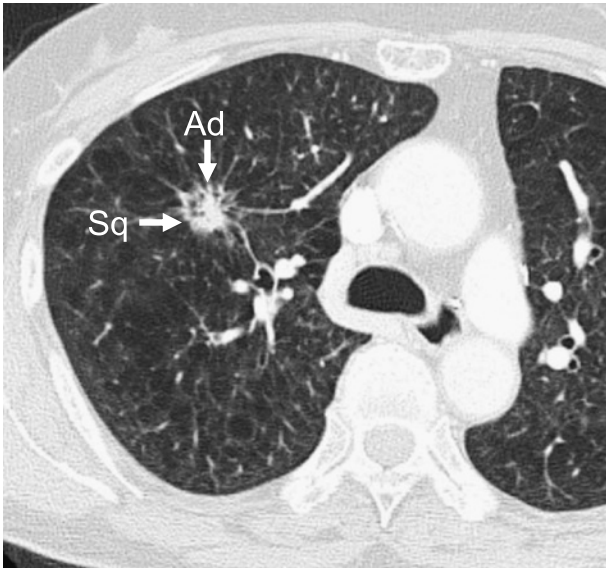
Chest CT scan shows an ill-defined nodular lesion measuring 2.0×1.5 cm in the right upper lobe. Sq: squamous cell carcinoma, Ad: adenocarcinoma.
